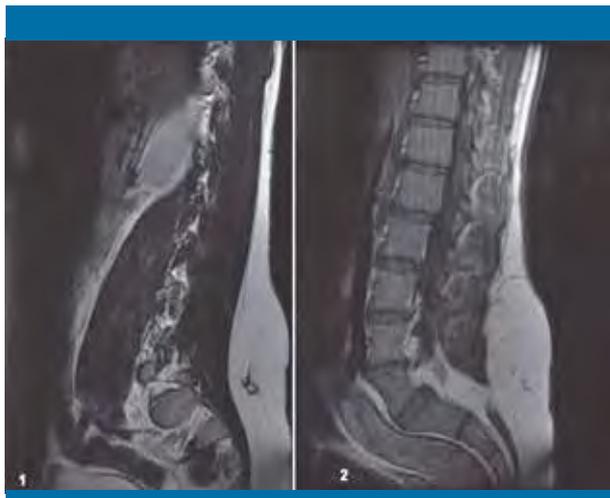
Resonancia magnética en la que se visualiza un lipoma intrasacro que se asocia a un mielomeningocele (1) y protruye hacia la grasa subcutánea lumbosacra (2). La médula permanece anclada, llegando el final del cono medular hasta el cuerpo vertebral L4
